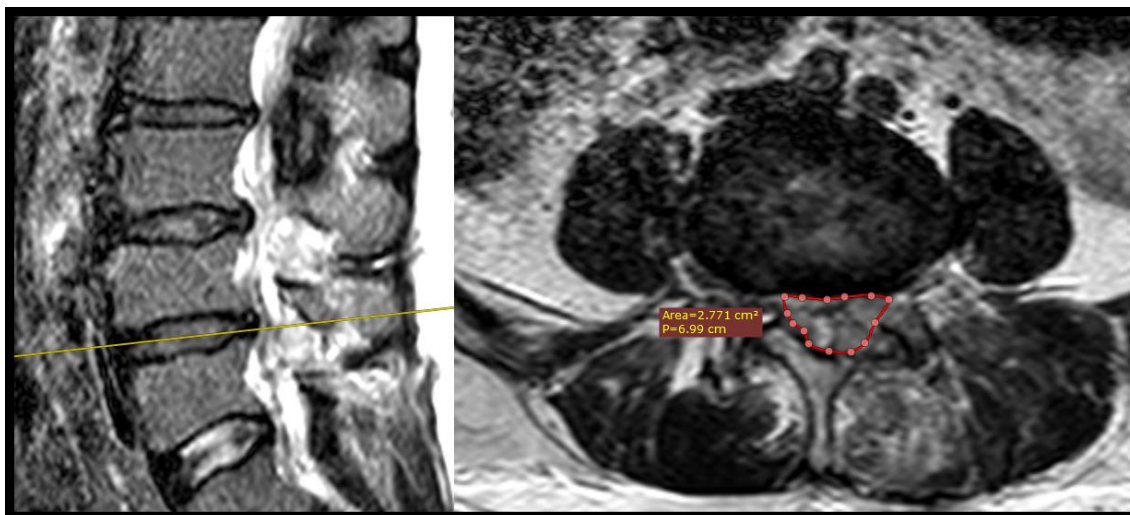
МР-томограма на рівні L4-L5 після операції
